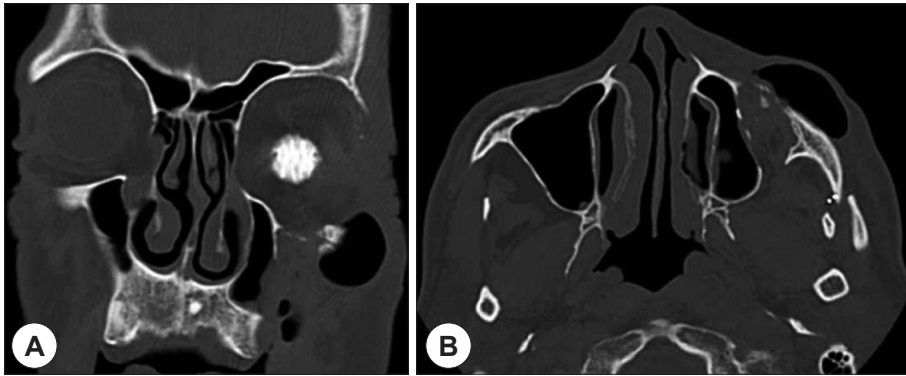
Postoperative CT scan shows removed metallic implant in lateral orbital rim and anterior wall of maxillary sinus (A : Coronal view, B : Axial view).
